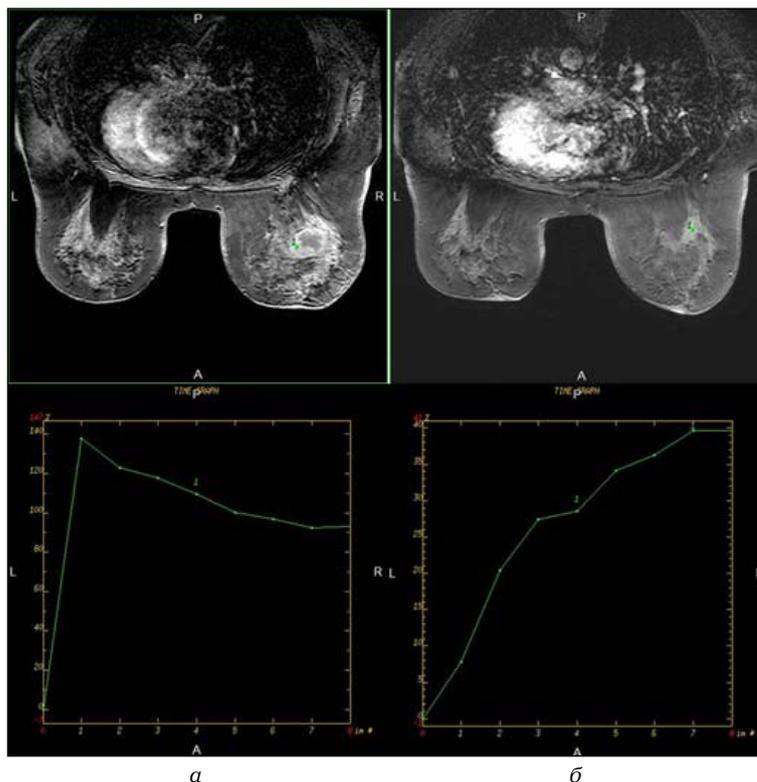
МРТ молочной железы больной Л., 47 лет: а – до химиотерапии; б – после химиотерапии
